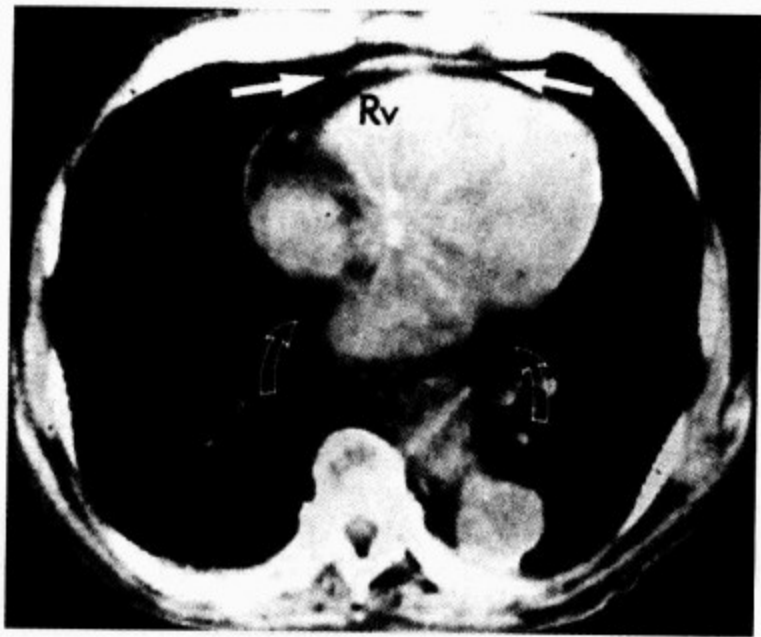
CT 扫描显示,正常心包为纤薄的曲线(开放的箭头)
